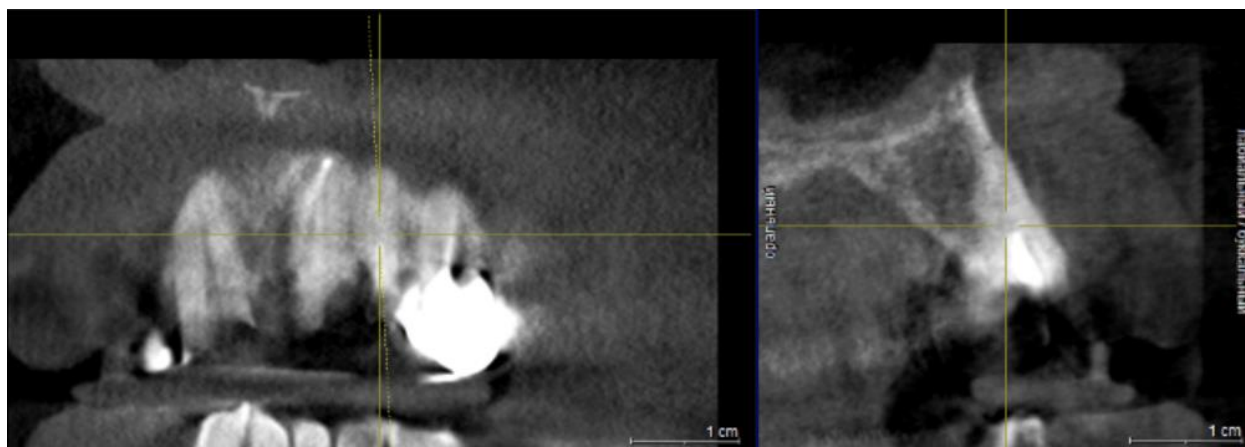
Первичный 3D-КТ снимок челюсти пациентки Н, июнь 2023 года
